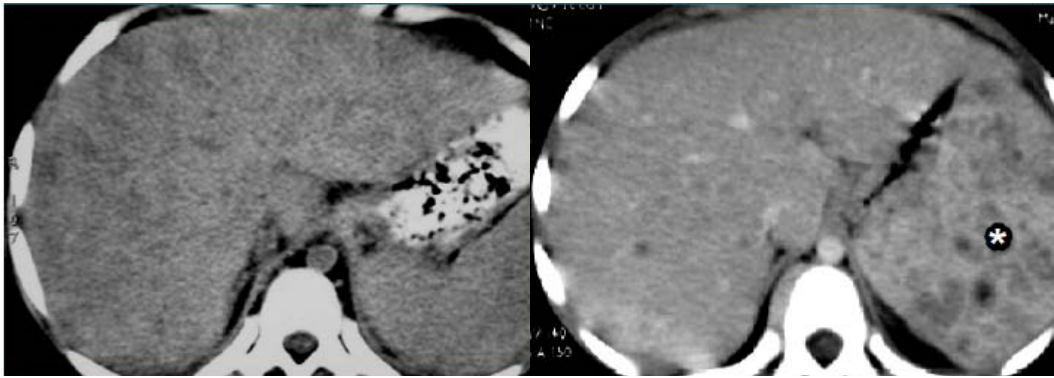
Infiltration hépatique diffuse en TDM avec atteinte splénique associée (étoile), aspect hétérogène du foie avec rehaussement modéré après injection de produit de contraste [8].
